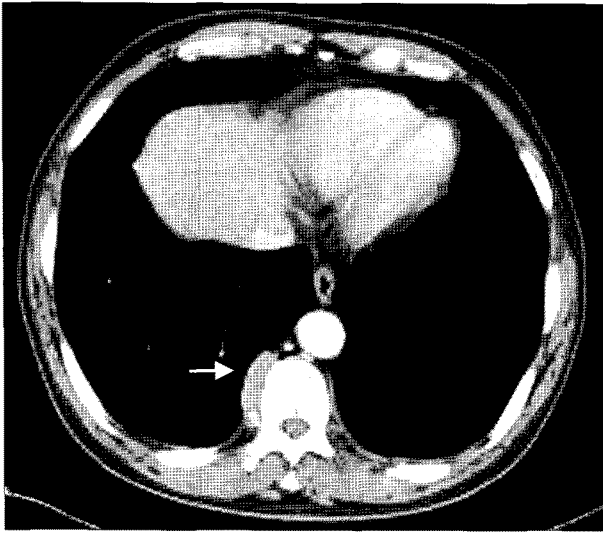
Preoperative chest CT shows well-circumscribed and uniformly enhanced paravertebral mass.
